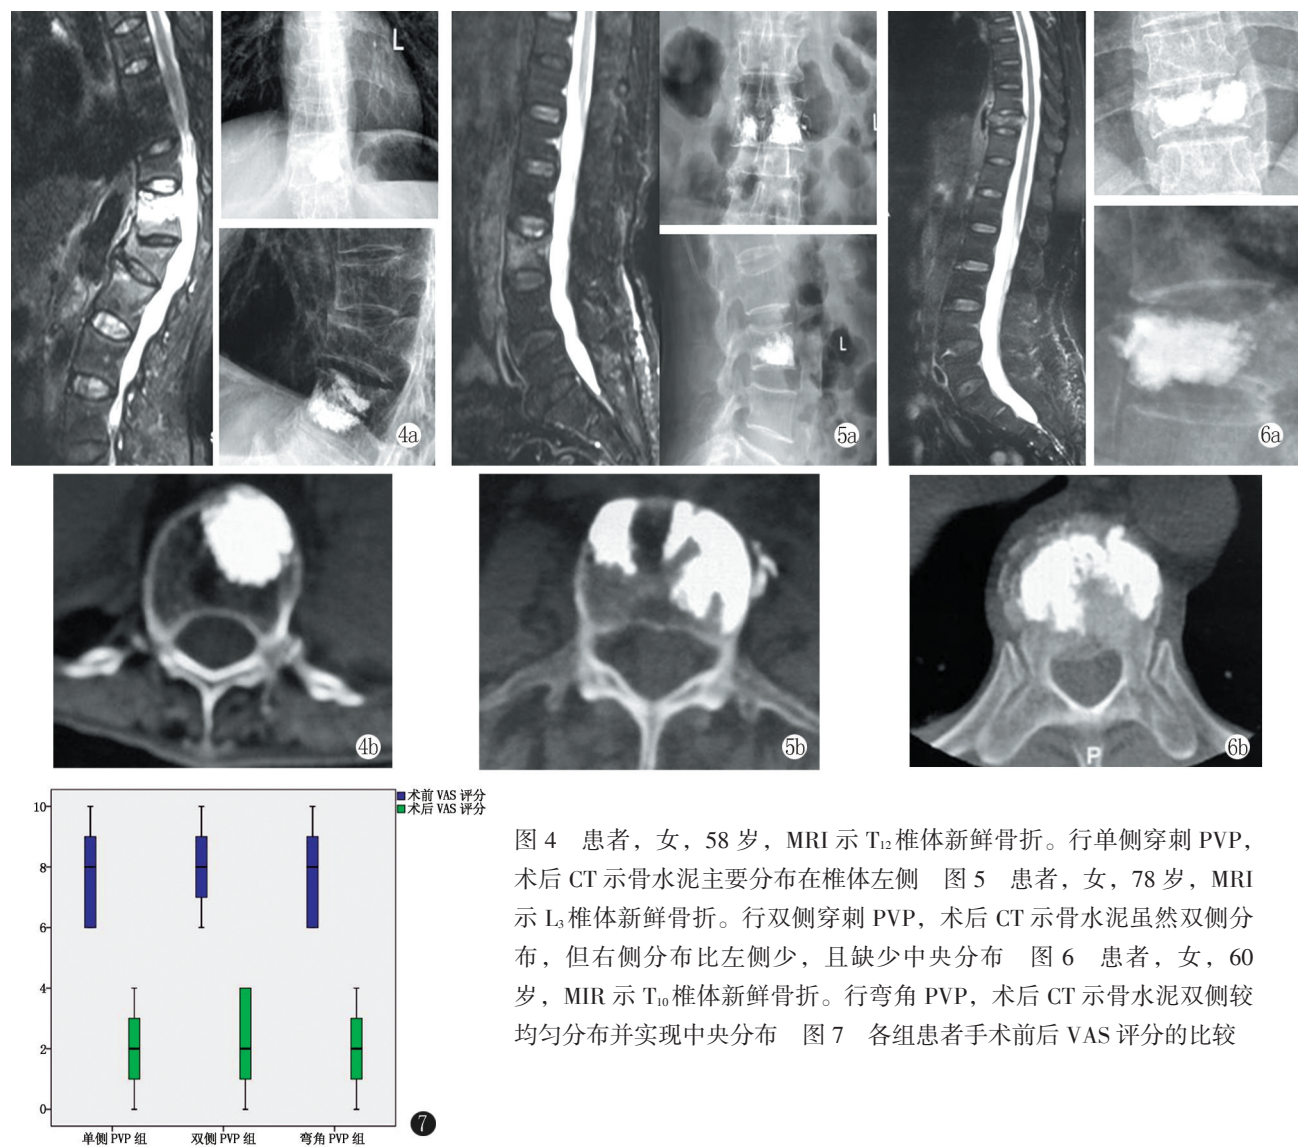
患者,女,58 岁,MRI 示 T₁₂ 椎体新鲜骨折。行单侧穿刺 PVP,术后 CT 示骨水泥主要分布在椎体左侧 图 5 患者,女,78 岁,MRI 示 L₅ 椎体新鲜骨折。行双侧穿刺 PVP,术后 CT 示骨水泥虽然双侧分布,但右侧分布比左侧少,且缺少中央分布 图 6 患者,女,60 岁,MIR 示 T₁₀ 椎体新鲜骨折。行弯角 PVP,术后 CT 示骨水泥双侧较均匀分布并实现中央分布 图 7 各组患者手术前后 VAS 评分的比较
